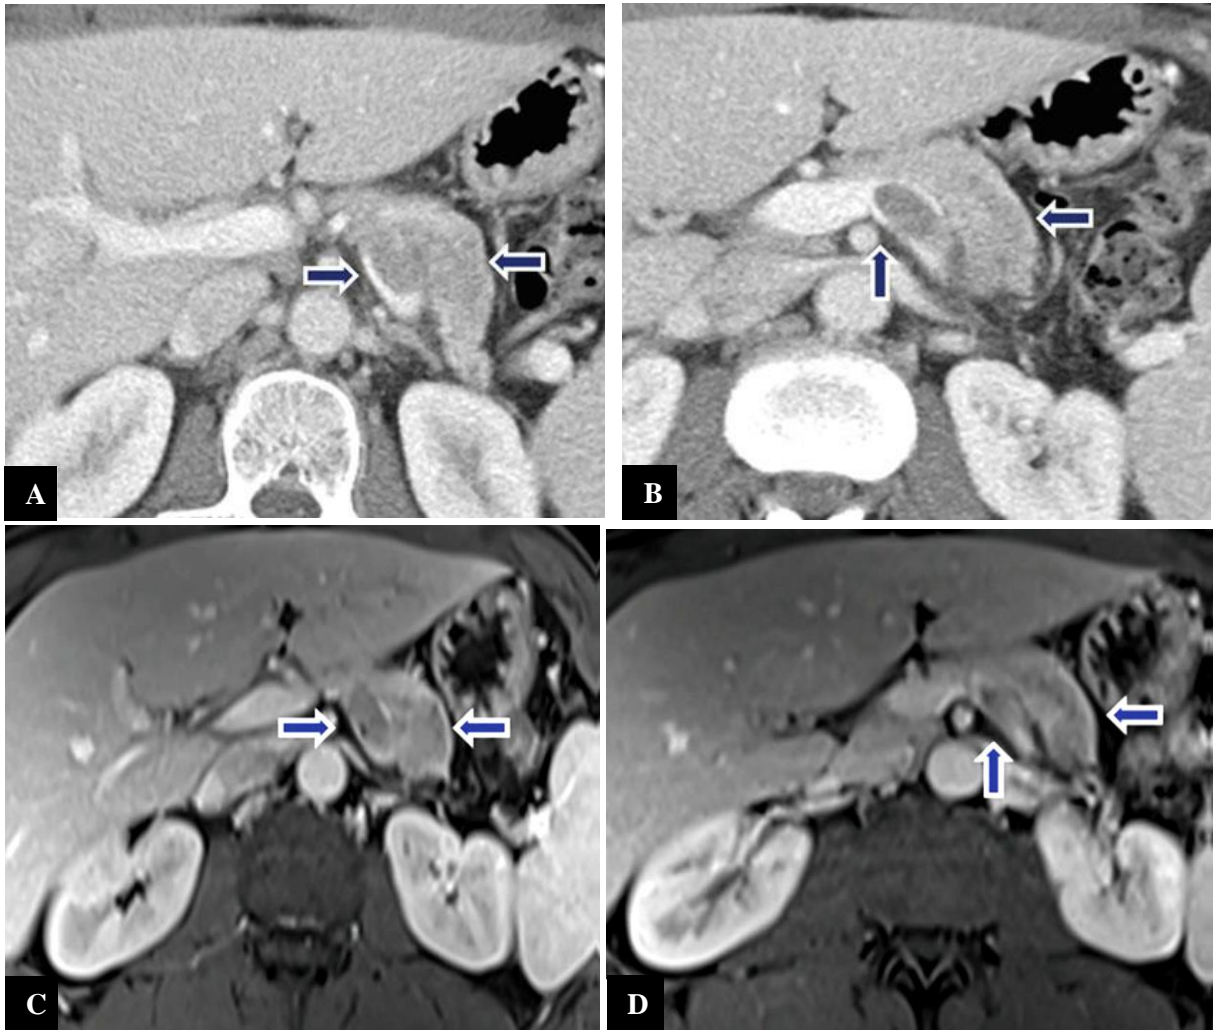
TNEp non fonctionnelle. Les images TDM (A, B) et IRM T1 gado (C, D) montrent une masse de rehaussement faible du corps du pancréas avec thrombose de la veine splénique (flèches) (32).
